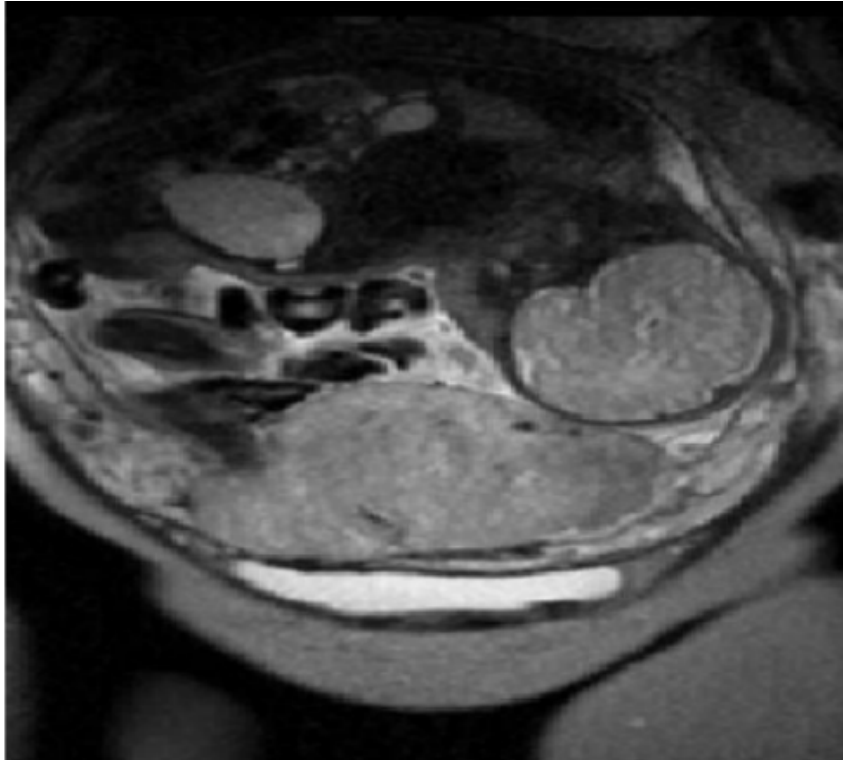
IRM placentaire en coupe axiale séquence T2, disparition de la ligne basale normale.(
